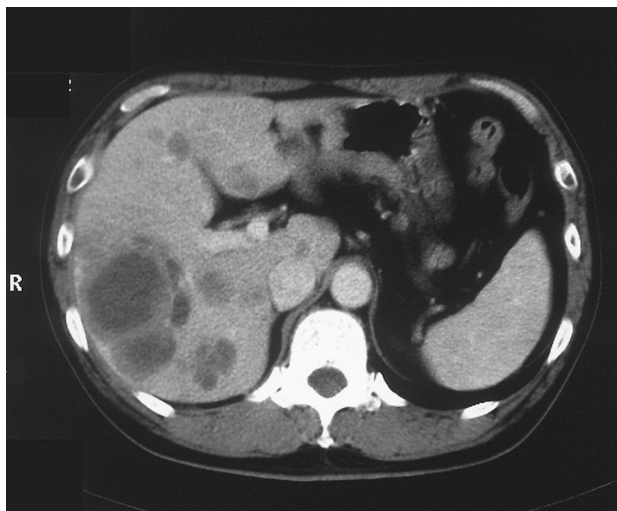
腹部造影CT：胃小彎から幽門後壁にかけて壁肥厚，肝臓に低吸収域を多数認める
